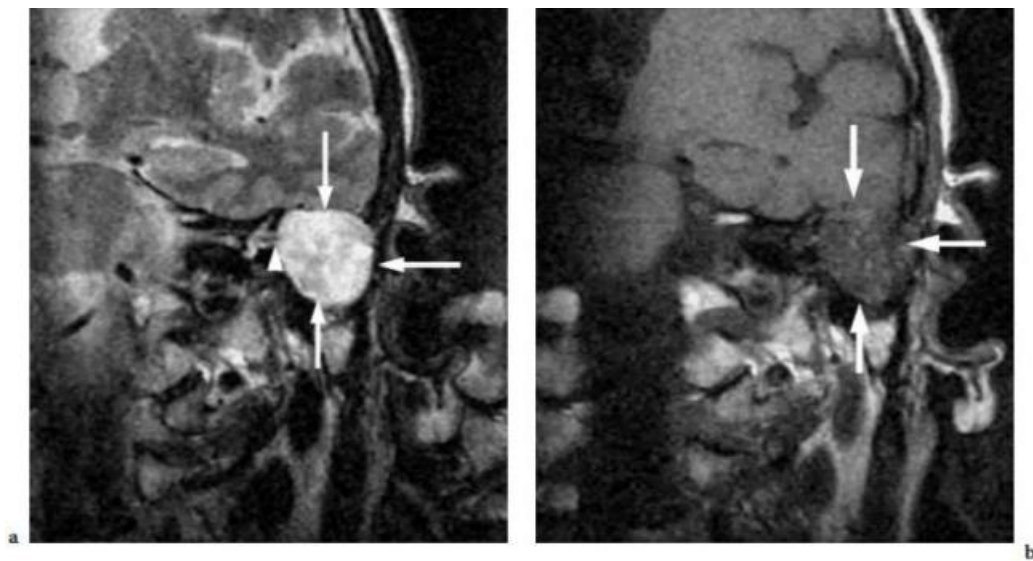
IRM d'un grand cholestéatome de l'oreille moyenne, avec fistule du canal semi-circulaire latéral. a: IRM coronale pondérée en T2 à travers l'oreille moyenne gauche une grande lésion nodulaire hyperintense (flèches) est visible. Notez la relation étroite entre la lésion et le canal semi-circulaire latéral, suggérant la présence d'une fistule au niveau du canal (pointe de flèche). b : L'IRM pondérée en T1 coupe coronale montre la même grande structure nodulaire avec un signal iso-intense (flèche) [66]
